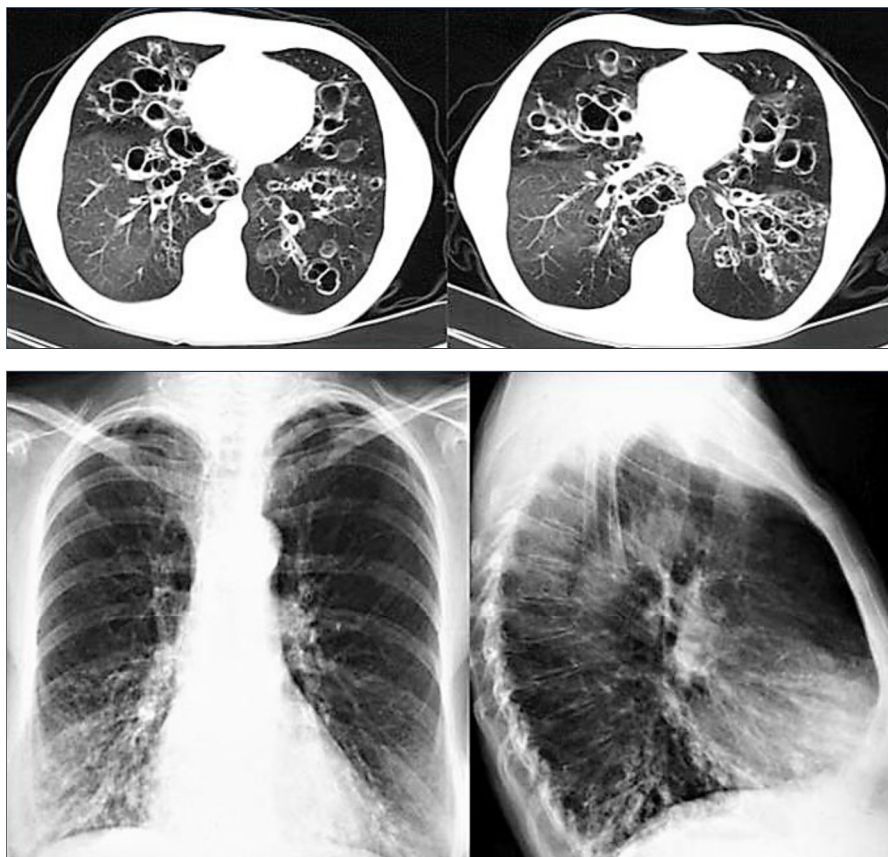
Ребенок А. Бронхоэктазы. СКТ выполнено через 4 года после перенесенной тяжелой формы БЛД.
